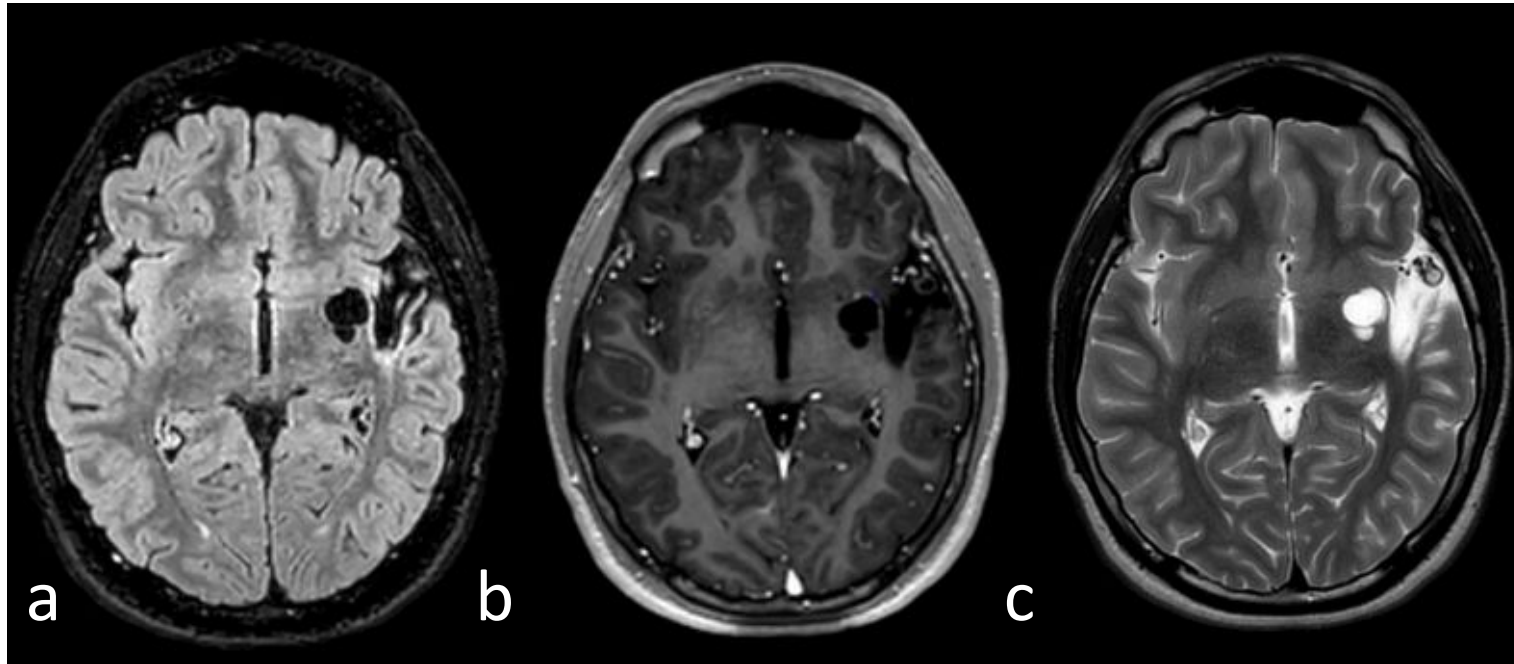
Adquisiciones axiales en secuencias FLAIR, T1+gad y T2. Observamos EVR gigante o tumefactivo. izquierdo de la comisura blanca anterior-núcleo lenticular, adyacente a un área de encefalomalacia insular. El EVR no presenta realce tras la administración de CIV (b).
